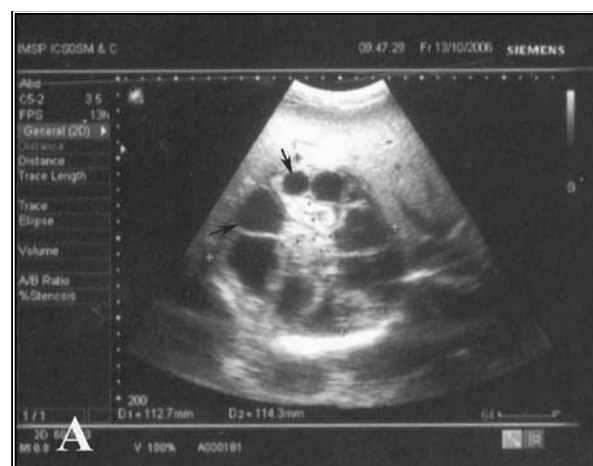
Chist hidatic în aspect poliseptal cu vezicule fiice (→); Ecografie
